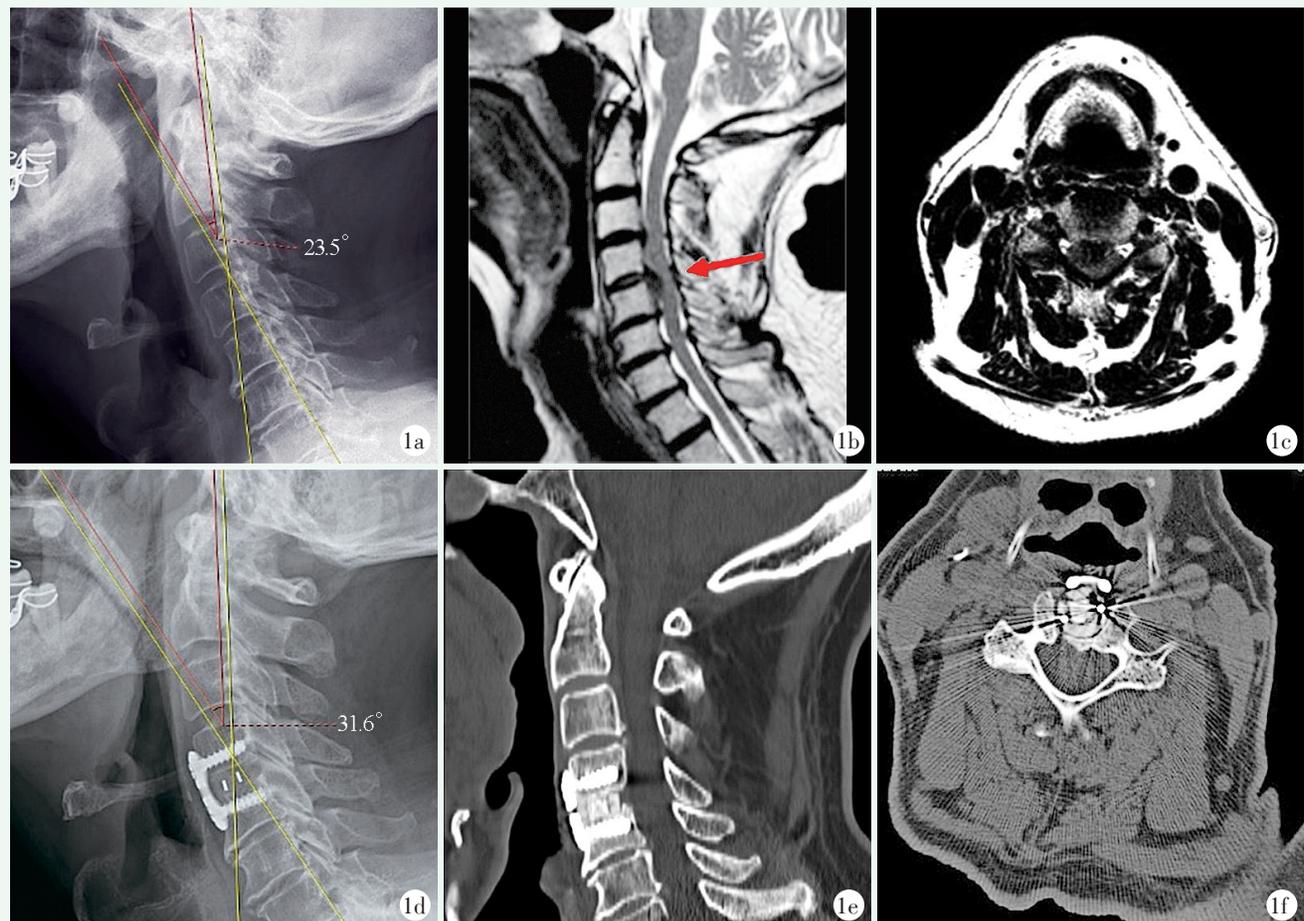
患者,男,85岁,C_{4/5}椎间盘突出症 1a:术前颈椎X线片示CSA为23.5° 1b:术前矢状位MRI示C_{4/5}脱出的髓核及终板组织向下游离,椎管狭窄,脊髓受压 1c:术前C₅横断面MRI示脱出髓核及终板中央偏右脱出,脊髓受压严重 1d:术后4个月颈椎X线片示CSA为31.6° 1e:术后4个月三维重建矢状位示融合满意 1f:术后4个月C₅横断面CT示右侧开槽切迹可见,骨槽深度变浅,宽度变窄
